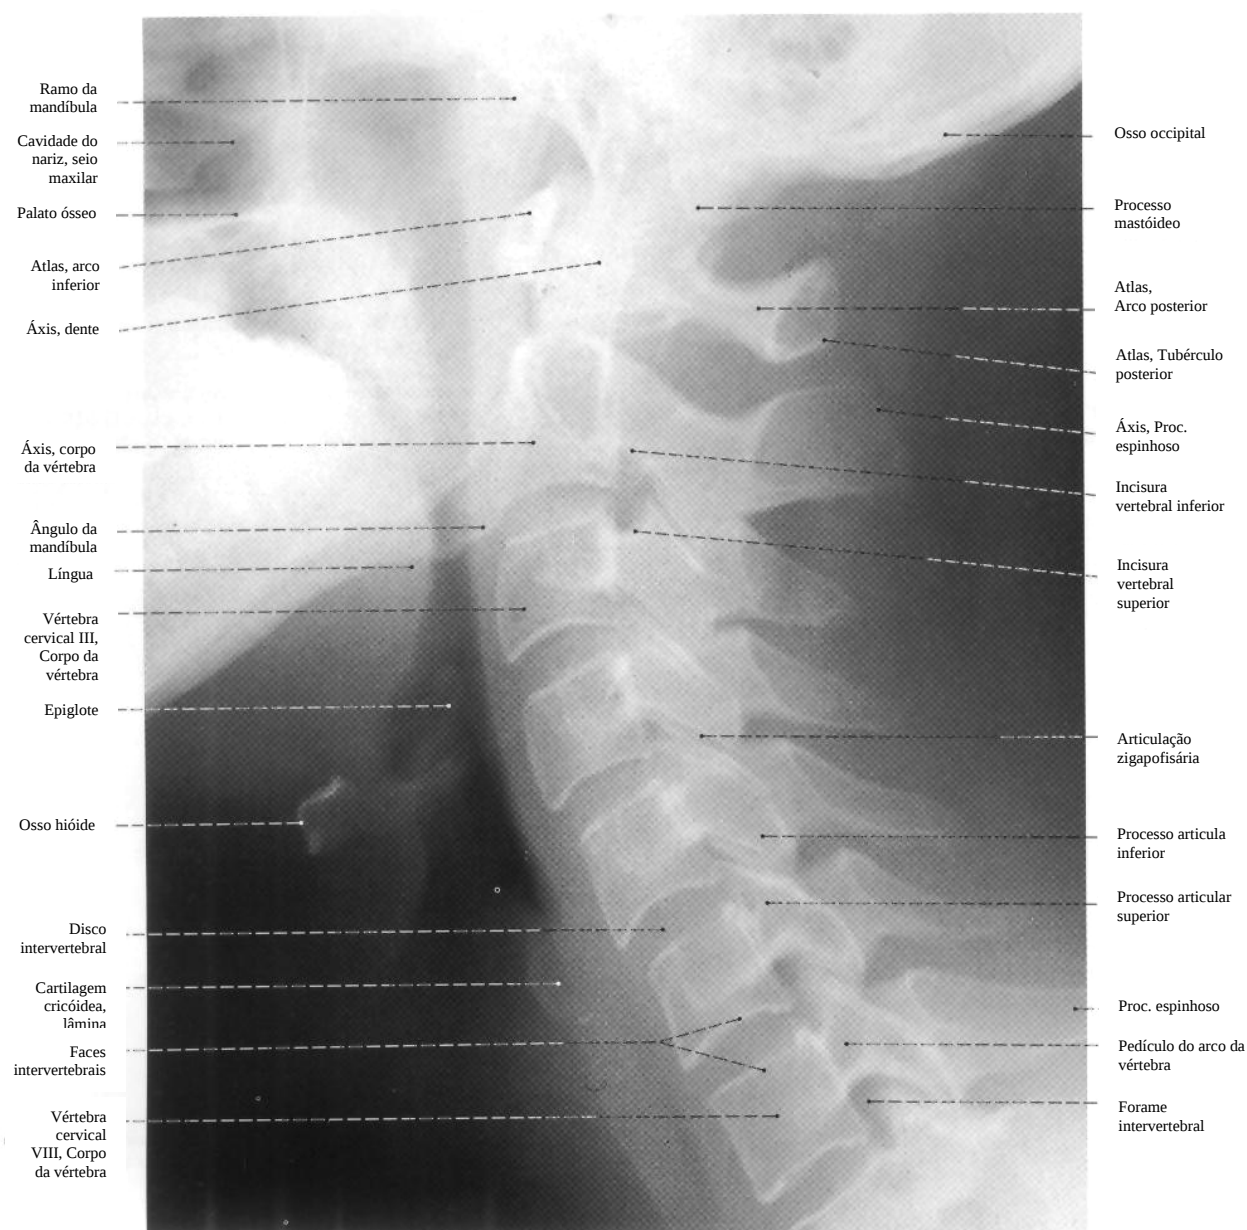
Anatomia das vértebras cervicais em radiografia da coluna cervical, em norma lateral. (Sobotta¹³⁵, 1995)
